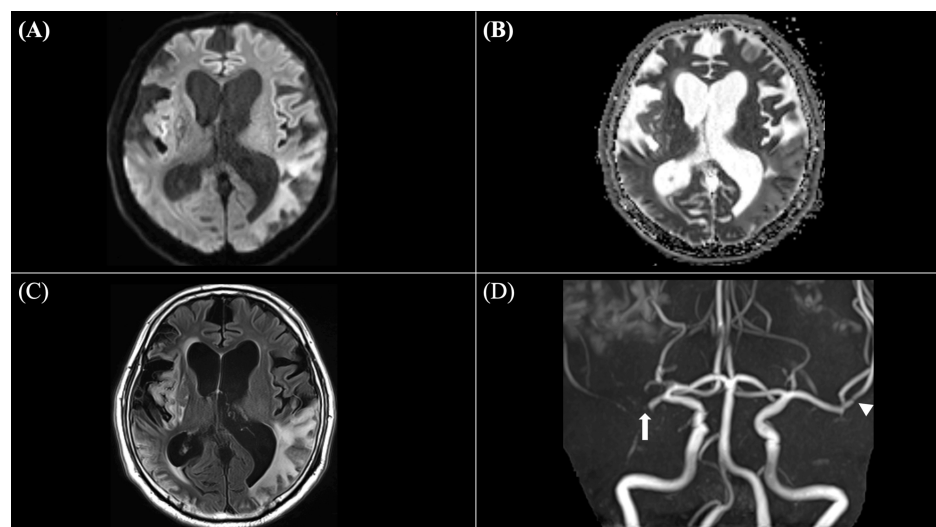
Follow-up MRI findings on hospital day 21
